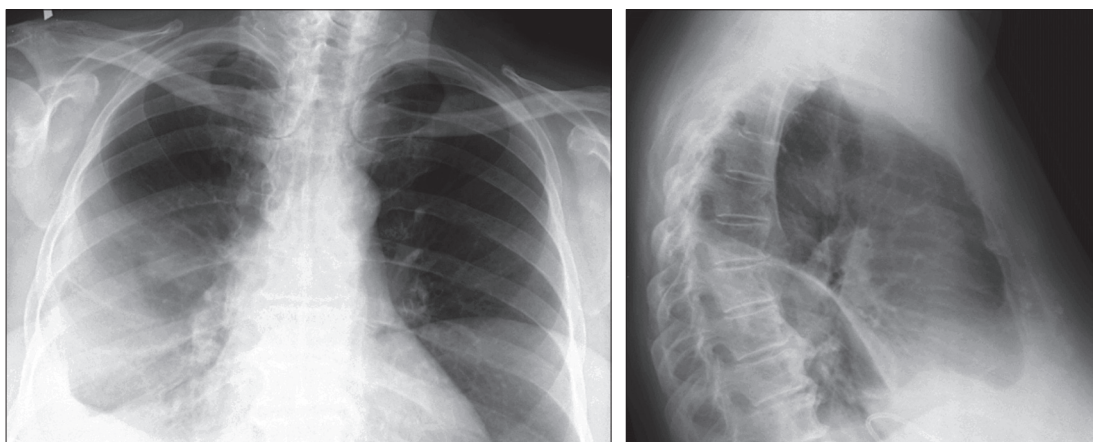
Рентгенограммы грудной клетки в прямой (а) и боковой (б) проекциях.
